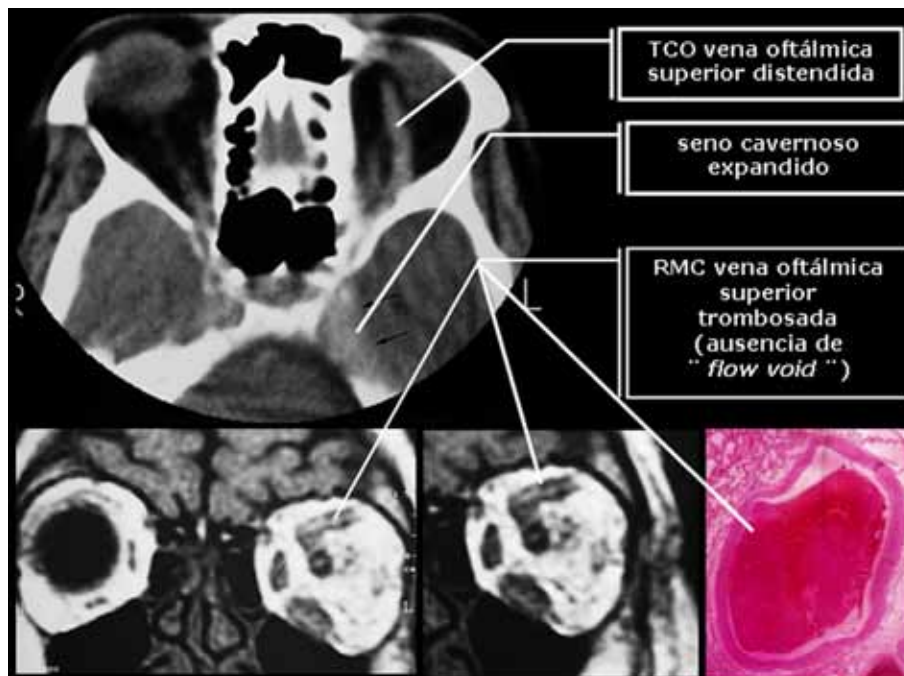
Paciente 1. Arriba: Tomografía computarizada de órbitas: dilatación de la vena oftálmica superior y expansión del seno cavernoso. Abajo: Resonancia magnética mostrando la trombosis de la vena oftálmica superior y observación histopatológica de una trombosis venosa.
